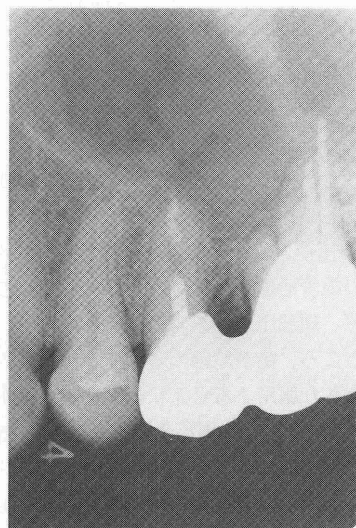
症例1のデンタル(A)及びパノラマX線写真(B) 左上6口蓋根に充填されたポイントはオーバーフィリングされている。同歯槽硬線は根尖部で消失し洞内に突出していると考えられる。
